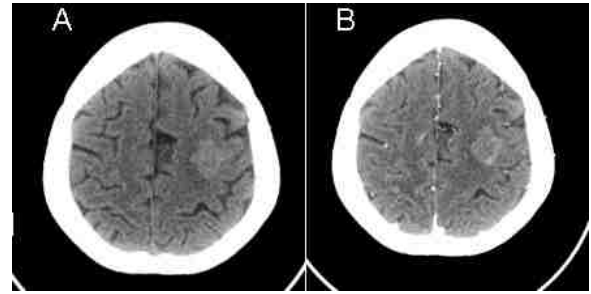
Tomografía A. simple y B. contrastada en corte axial, se observa lesión frontal izquierda con realce discreto al medio de contraste.
